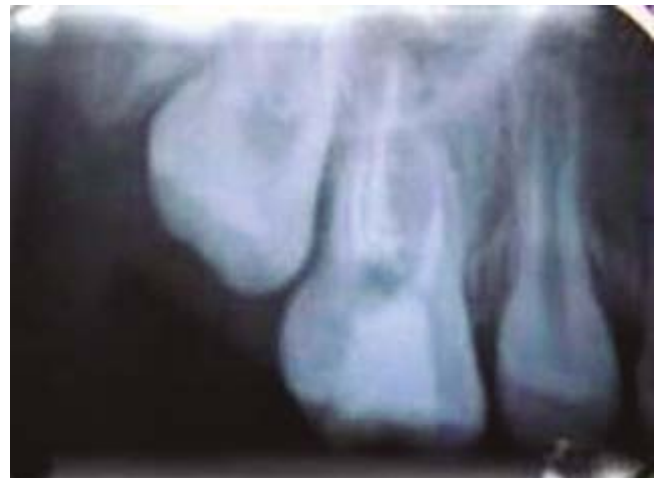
Preoperative radiograph of the endodontically treated upper right first molar.
